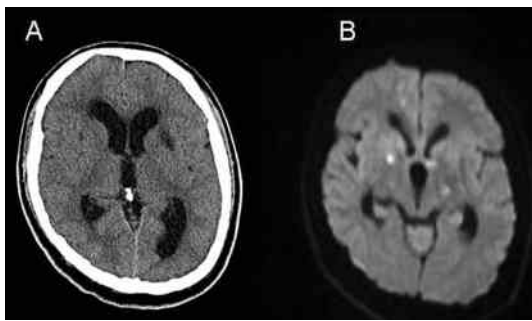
入院時の頭部CTとMRI. A: 頭部CT. 全体的に脳室拡大を認めた. 両側基底核はやや低濃度に描出されていた. B: 頭部MRI 拡散強調画像: 多発急性期梗塞 (右放線冠, 脳梁膝部, 両側基底核, 延髄左腹側) を認めた.
